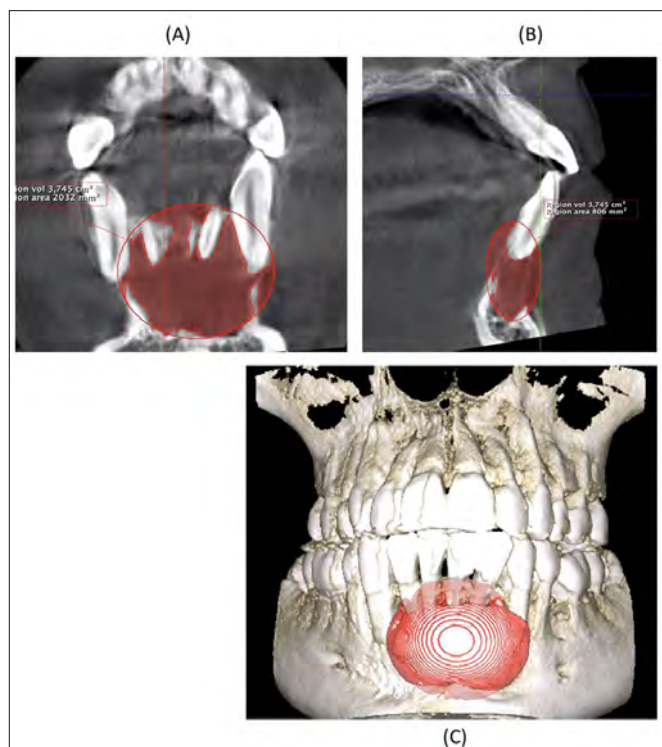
Tomografía computarizada con haz de cono evidenciando la lesión apical extensa: A. corte coronal, B. corte sagital, C. Reconstrucción 3D.
